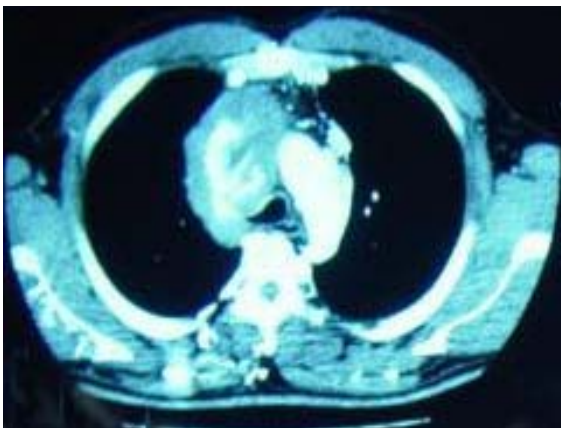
Tomografia computadorizada de tórax: massa calcificada em mediastino anterior com síndrome de veia cava superior e extensa circulação colateral na parede torácica (caso 3)
